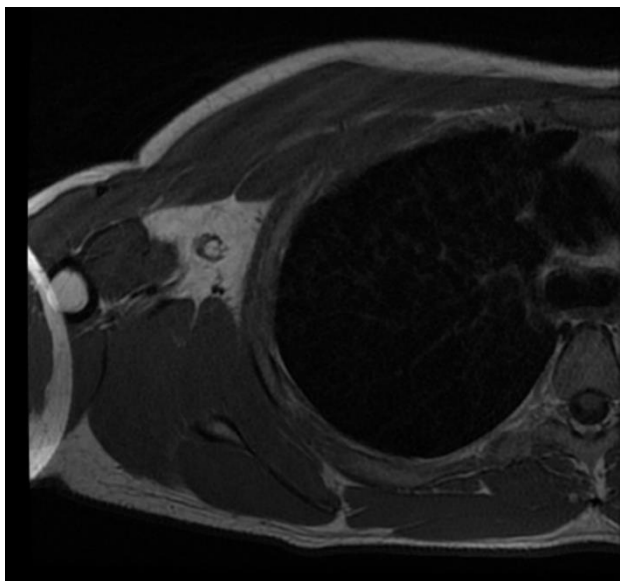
RM secuencia T1. Lesión isointensa y homogénea localizada en el interior del músculo pectoral. (Servicio de Radiodiagnóstico. Complejo Asistencial de Zamora)
